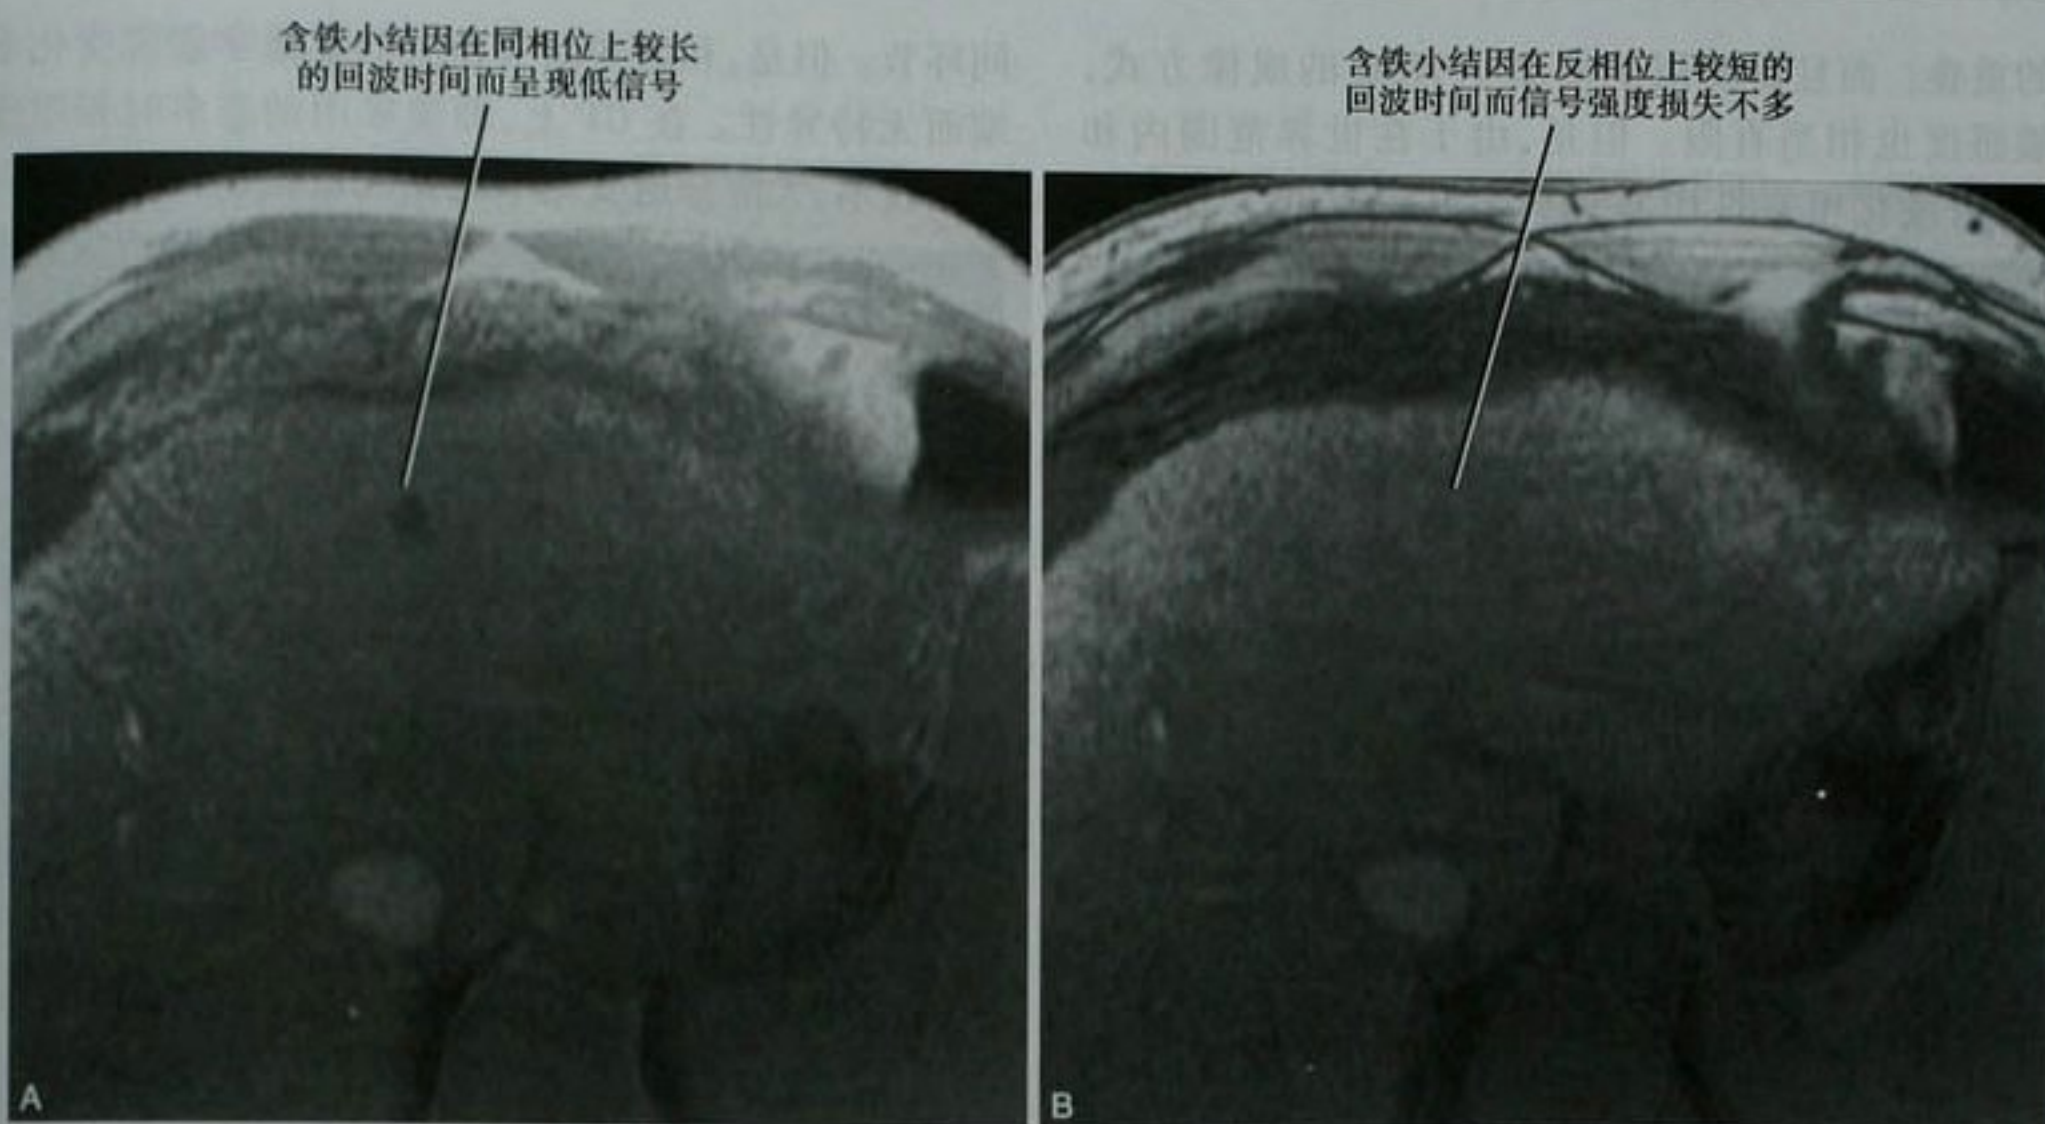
肝硬化伴含铁小结患者的梯度回波同相位 (A) 和反相位 (B) MRI 图像
